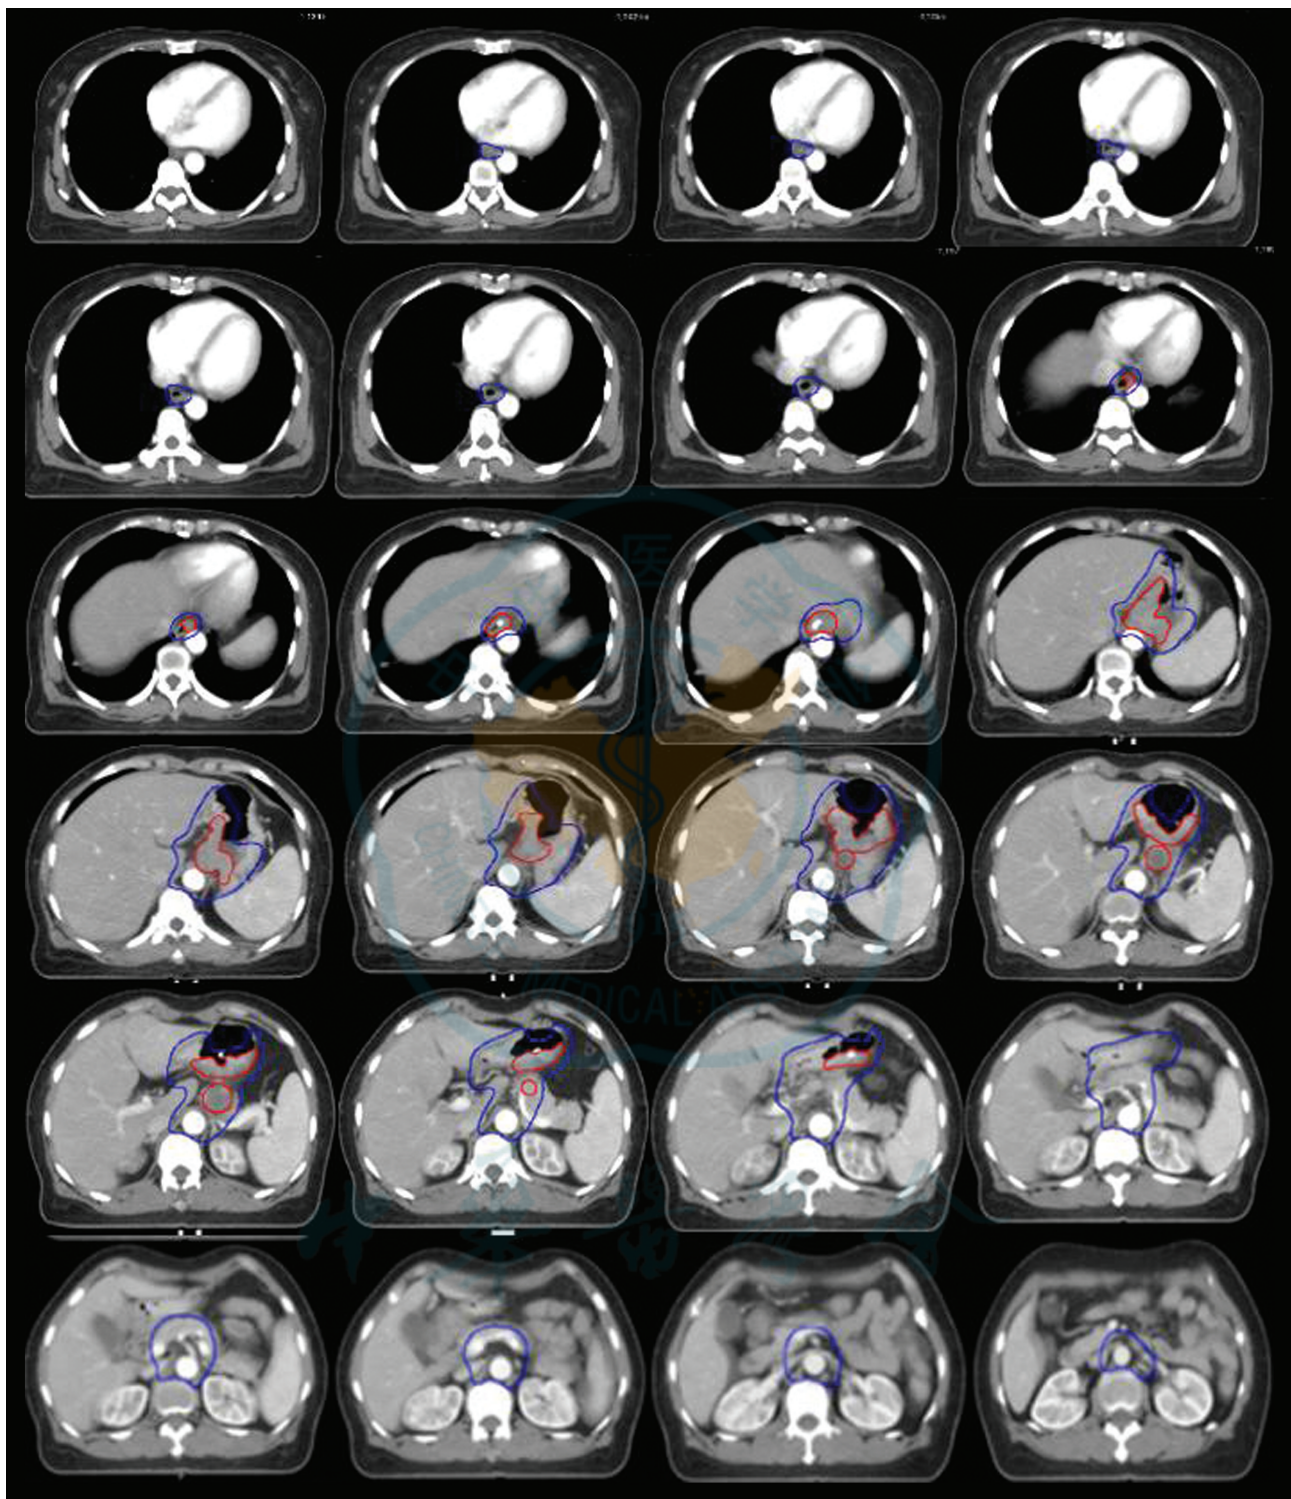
贲门胃体上部中-低分化腺癌放疗靶区勾画参考图(患者女,52岁,贲门胃体上部活检,中-低分化腺癌;Lauren 分型肠型;cT4N2M0 期,腹腔镜探查术,POCY0,拟行术前放化疗;术前放疗靶区包括原发灶、转移淋巴结及淋巴引流区 1、2、3、4sa、7、9、11p、16a、19、20、110、111;图中红色为 GTV,蓝色为 CTV,CT 5 mm 层厚)
